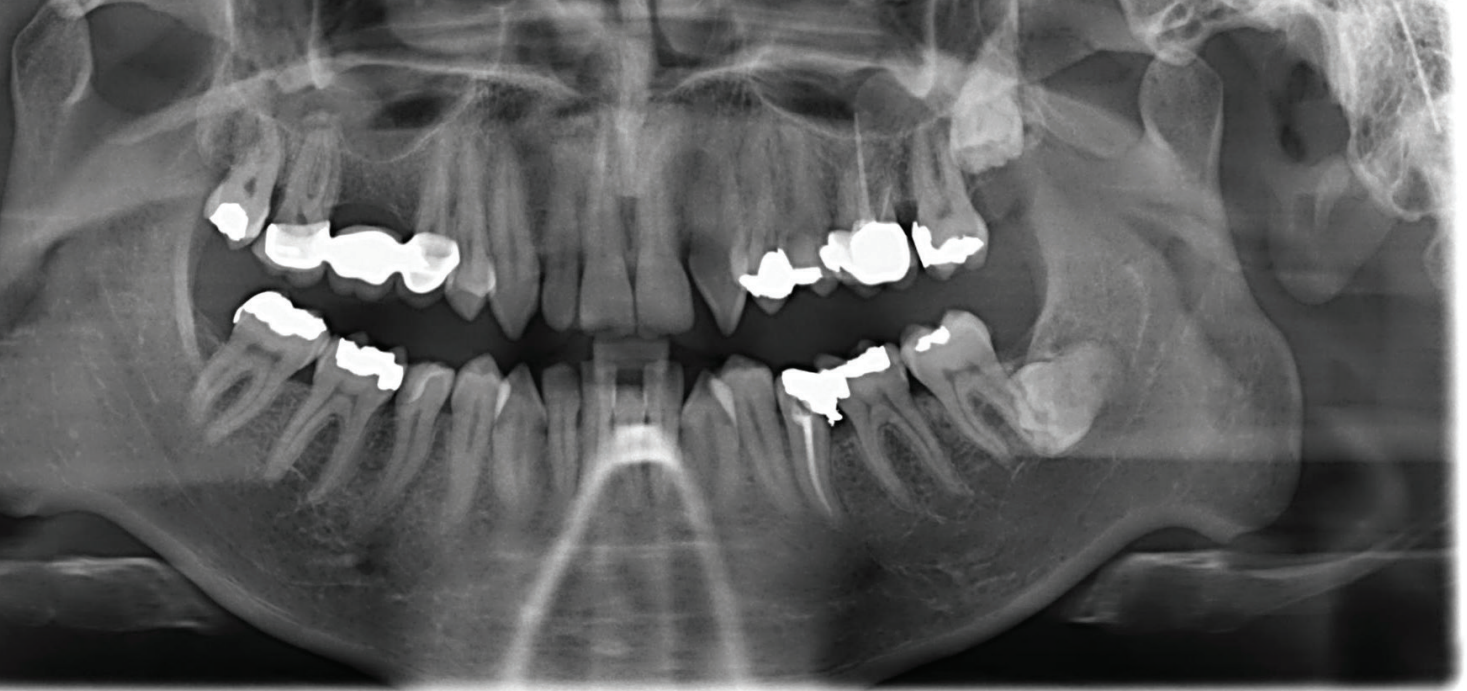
Röntgenbild der Ausgangssituation.
